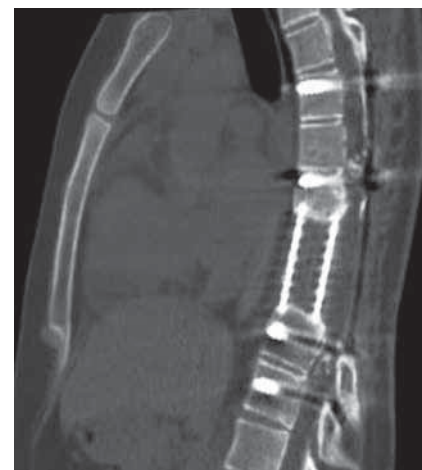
КТ-исследование грудного отдела позвоночника больного X. спустя 2,5 года после операции
